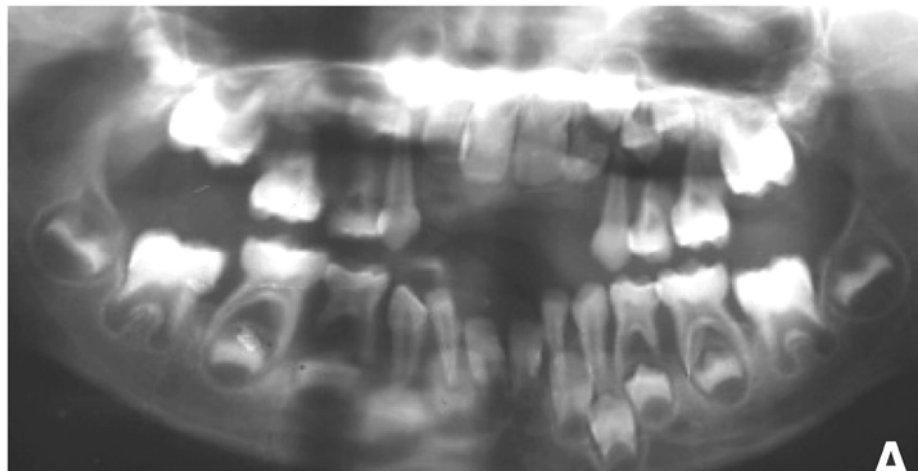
Ortopantomografía²⁷
